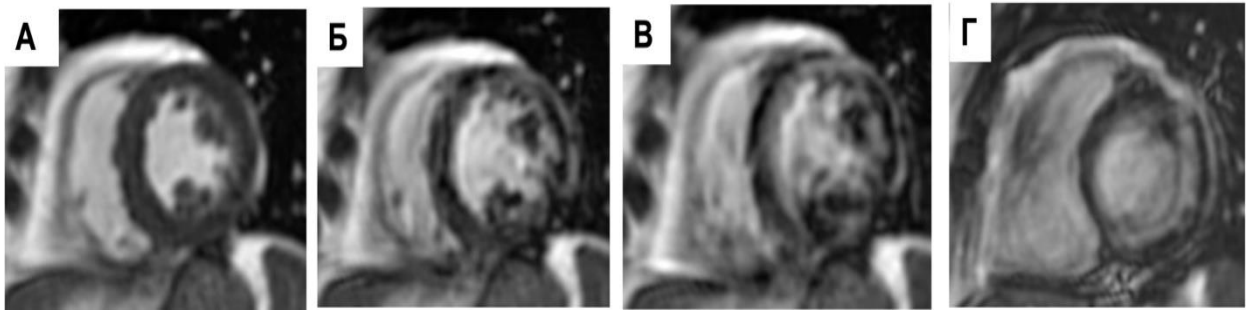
МРТ кино – изображения, короткая ось. Оценка качества по 4- бальной шкале [35]: А - 0 баллов, качество очень хорошее (границы левого желудочка четко определены); Б – 1 балл, качество хорошее (границы левого желудочка могут быть частично размытыми, но определяются / оценке изображений почти не мешают); В – 2 балла, качество плохое (границы левого желудочка заметно размыты и / или трудно определить / оценка изображений затруднена, но все еще возможна); Г – 3 балла, качество очень плохое (границы левого желудочка не определяются / оценка изображений невозможна).
